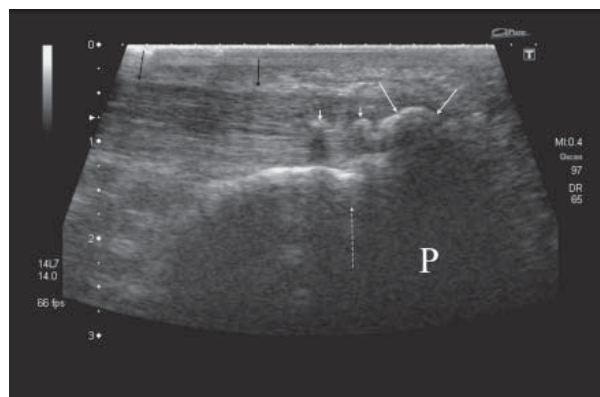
Ultrasound of the Achilles tendon, longitudinal scan. Long white arrows – outline of the main mineralization zone in the tendon's scar ("spur"); short white arrows – ectopic foci of mineralization (permeable and partially permeable for ultrasound), intratendinous – probably foci of pyrophosphates; black arrows – outline of the Achilles tendon; dotted arrow – proximal level of tendon's insertion. High echogenicity of tendon in the enthesis zone and around the mineralized focus prove complete rebuilding of the scar's structure
